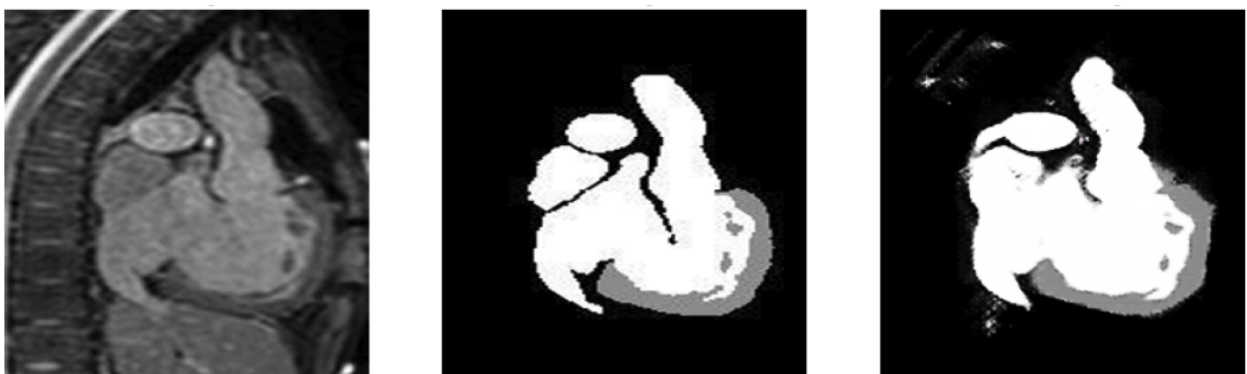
CT slika (lijevo), GT slika (desno) i predikcija modela (desno)
